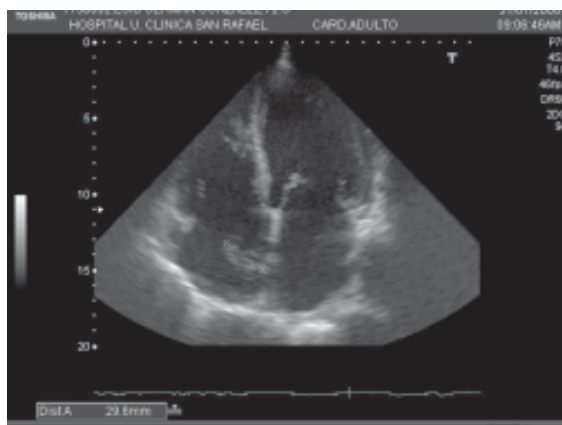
Ecocardiograma transtorácico en el que se evidencia un trombo localizado en la parte media del *septum* interauricular.
